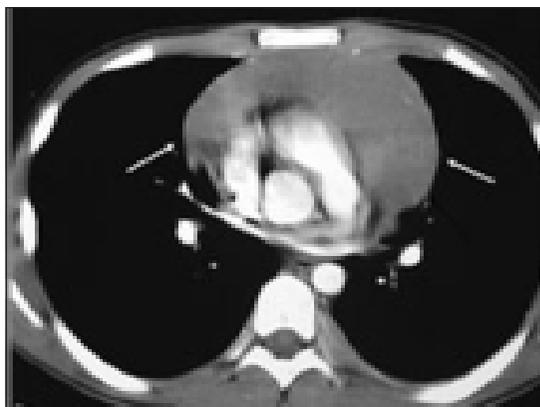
TAC de tórax. Corte axial por debajo del nivel de la carina.
